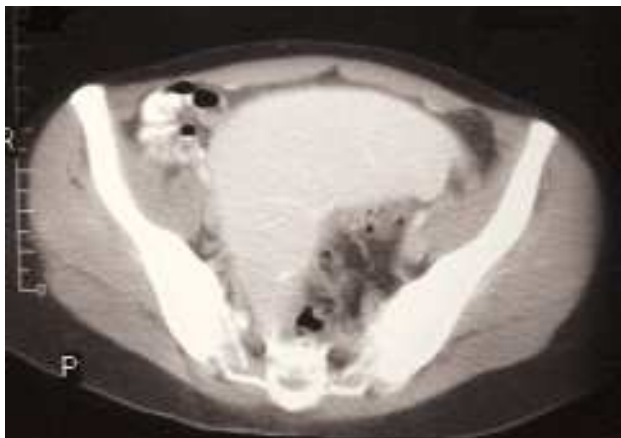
Tomografía computarizada de abdomen que muestra la localización anómala del bazo a la altura de la pelvis.
